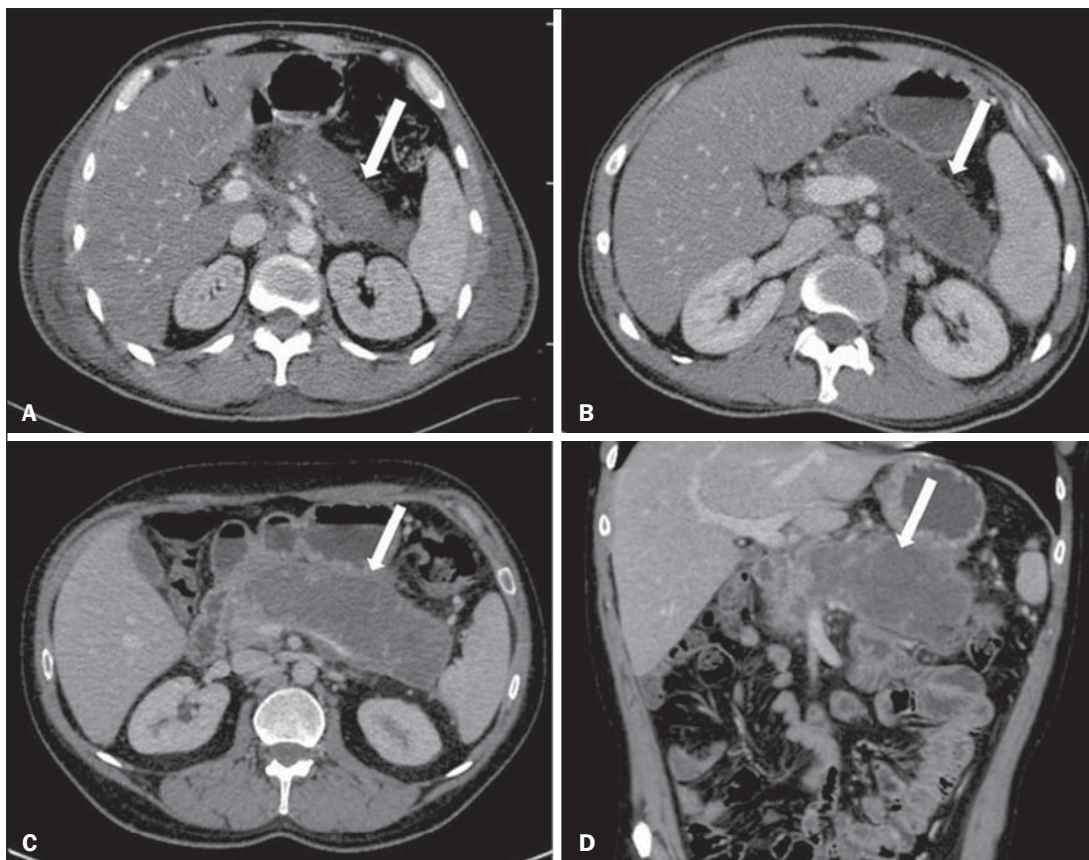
Necrose pancreática delimitada (*walled-off pancreatic necrosis*). A,B: Imagens axiais de TC pós-contraste fase venosa. Evolução de pancreatite aguda necrosante em homem de 45 anos. A: Extensa necrose do corpo e cauda pancreáticos de limites indistintos e com aspecto sólido (seta). B: Após duas semanas já pode ser identificada delimitação da área de necrose com aspecto liquefeito e com restos necróticos no seu interior (seta). C,D: Imagens axial (C) e coronal (D) de TC pós-contraste fase venosa. Homem de 42 anos com área de necrose parenquimatosa circunscrita substituindo corpo e cauda do pâncreas (setas), após três semanas da instalação do episódio de pancreatite aguda necrosante.
